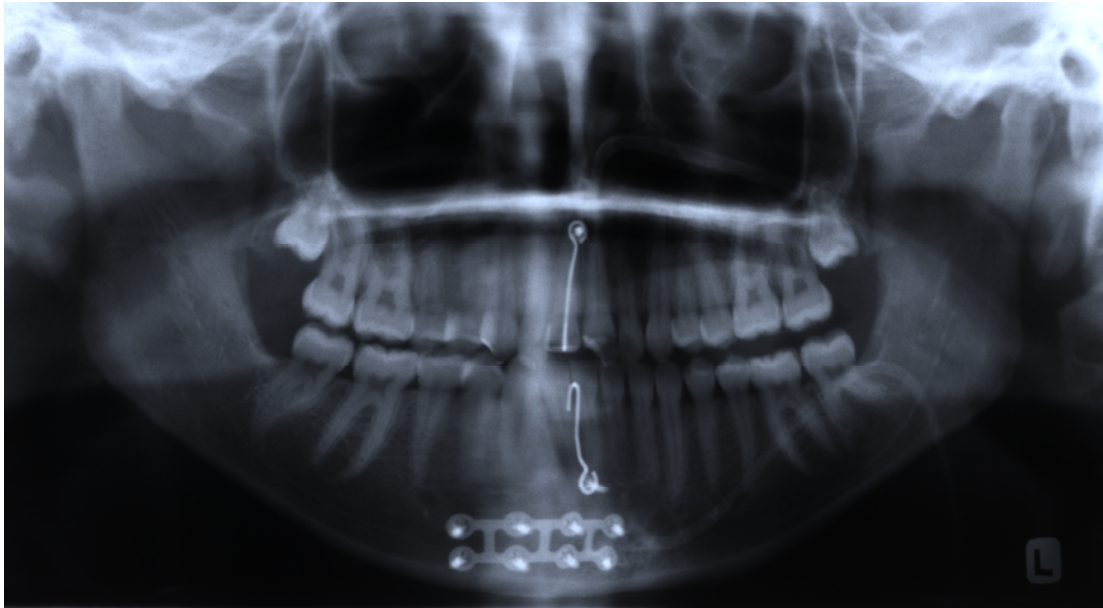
Röntgenologische Darstellung einer mandibulomaxillären Immobilisation mittels befestigten Ottenhäkchen und Drahtverschnürung nach chirurgischer Versorgung einer Medianfraktur
